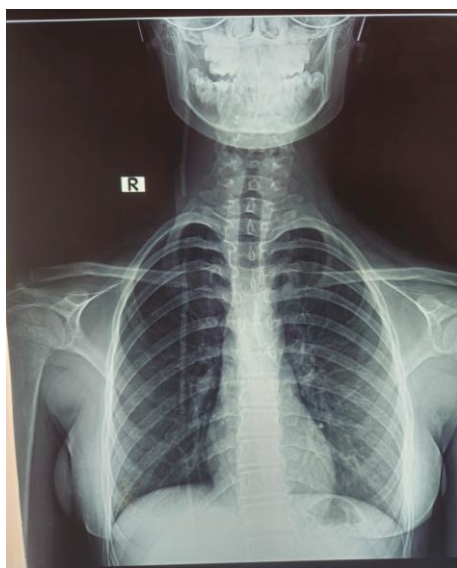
Обзорная рентгенография грудной полости с указанием места разрыва шунта
